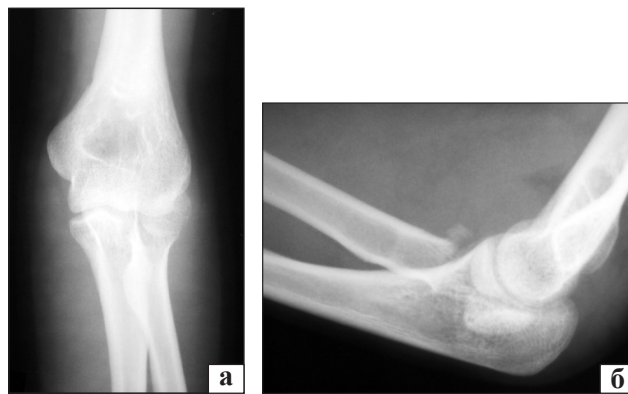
Рентгенограммы локтевого сустава в прямой (а) и боковой (б) проекциях. Перелом головки и шейки лучевой кости со смещением основного фрагмента головки кзади и разворотом его на 90°
